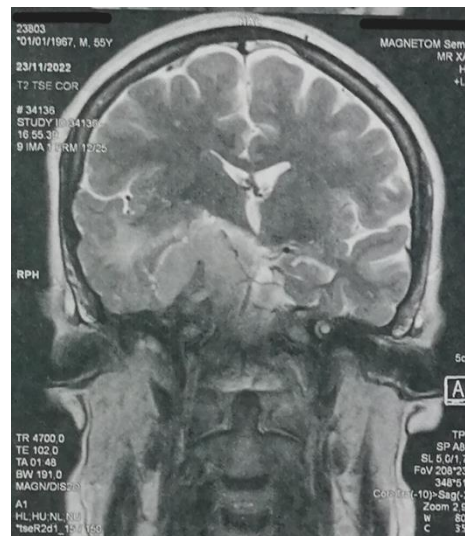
IRM cérébrale en coupe coronale centrale pondérée T2 montrant une masse extra-axiale suprasellaire responsable d'une compression du chiasma optique, compatible avec un méningiome suprasellaire.
